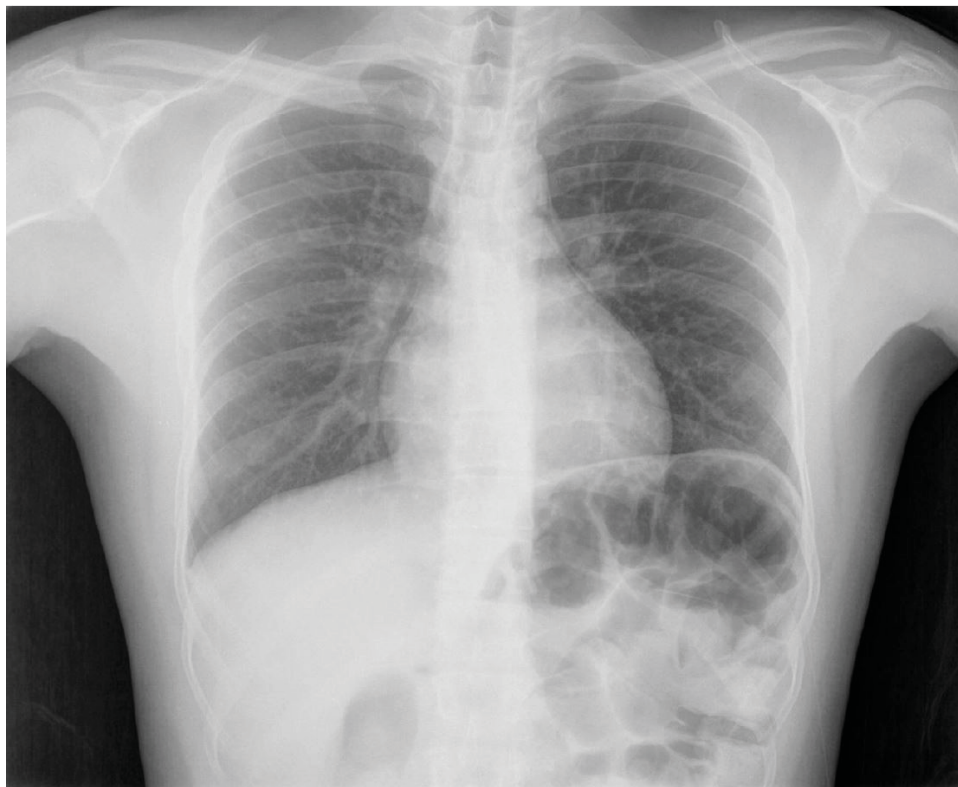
Radiografía de tórax en proyección antero-posterior (AP) en la que se evidencia densidad "aire" alrededor de silueta cardíaca que sugiere la presencia de neumomediastino.
